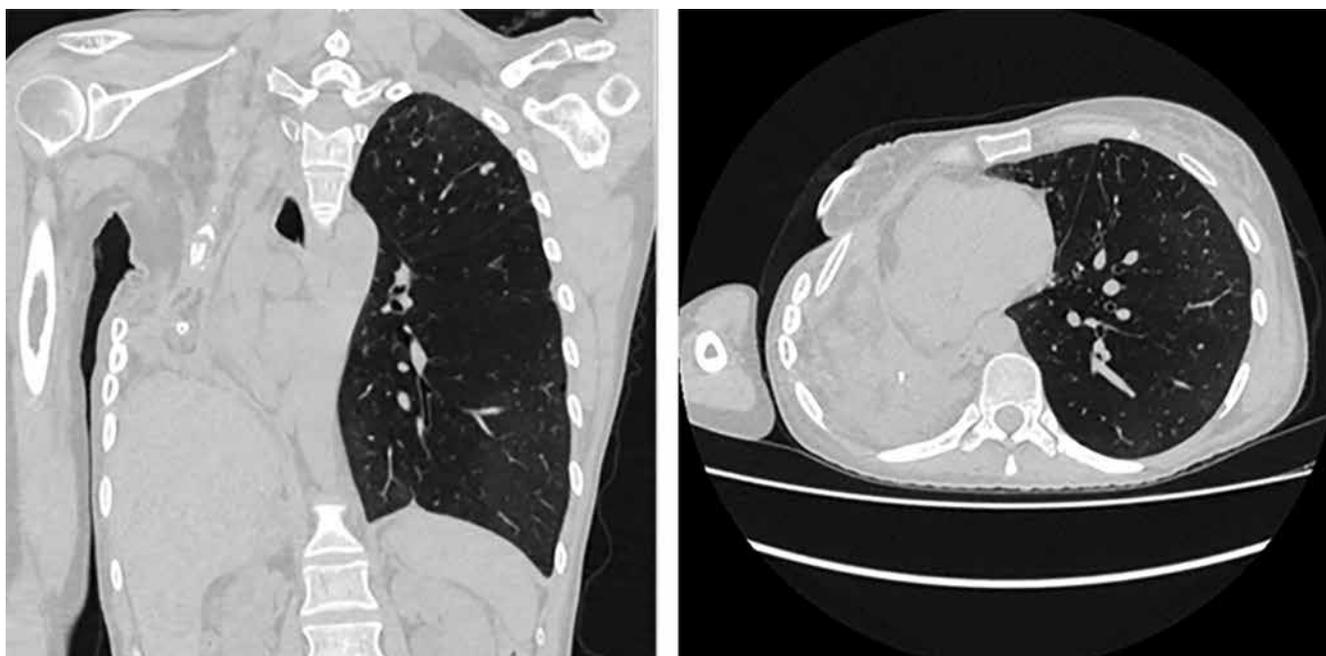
Компьютерная томограмма пациентки после торакомиопластического закрытия торакастомы
